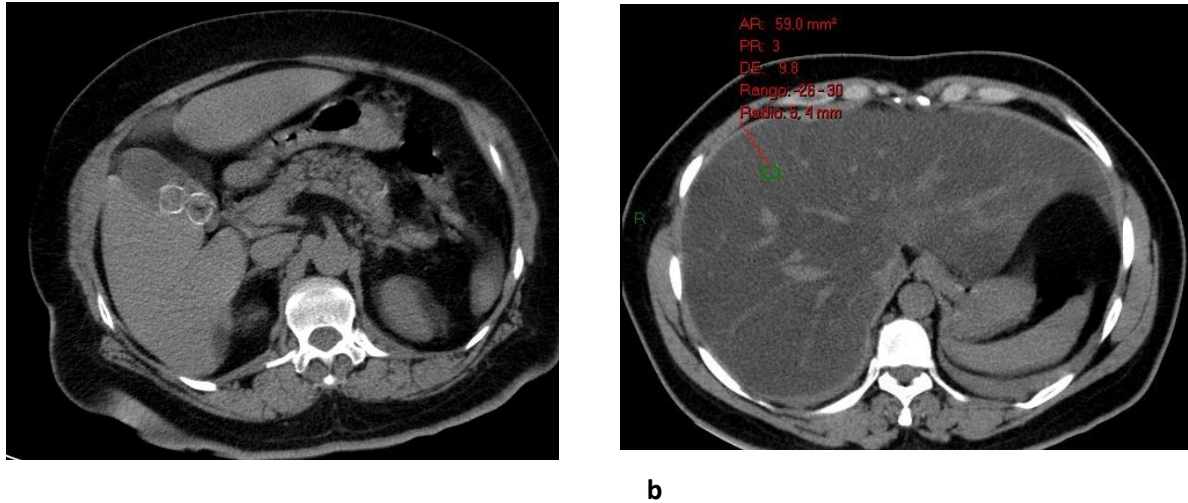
a) Corte axial de tomografía de tórax con ventana para mediastino donde se observa vesícula biliar heterogénea por la presencia de imágenes ovoideas densidad calcio en relación con litiasis. B) Corte axial de tomografía de tórax con ventana para mediastino donde se identifica disminución de la densidad del parénquima hepático registrando menos de 40UH. Imágenes tomadas del Hospital Juárez de México.
